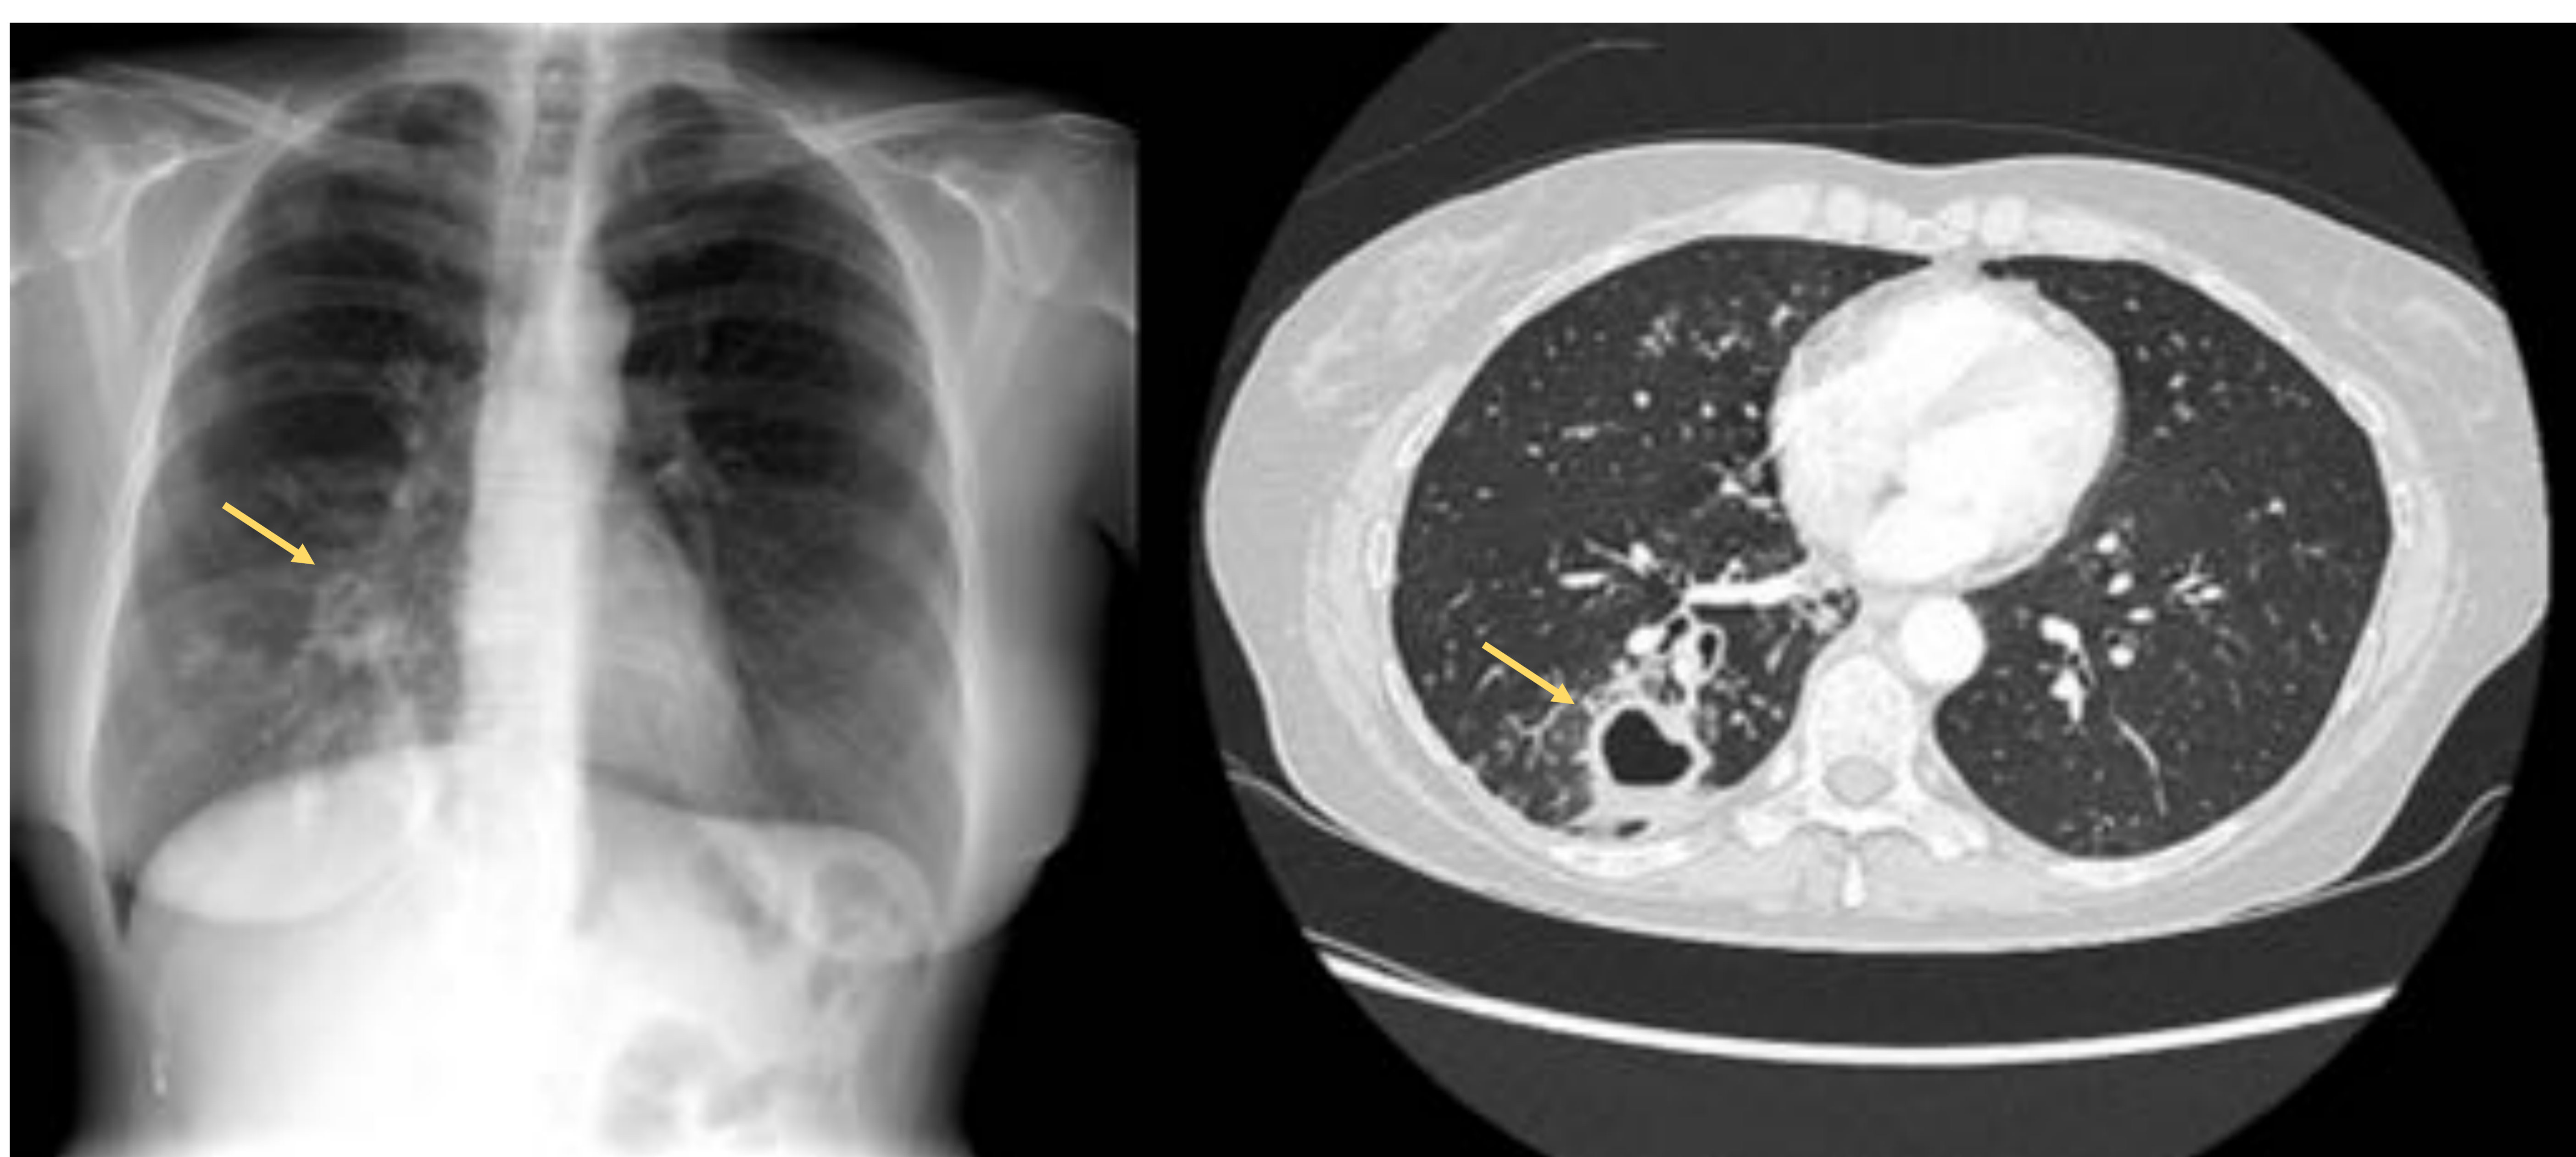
Radiografía de tórax donde se visualiza una lesión cavitada en lóbulo medio (flecha) y algún nódulo disperso en pulmón derecho. En Tc se confirma la lesión cavitada de pared engrosada junto con árbol en brote.
